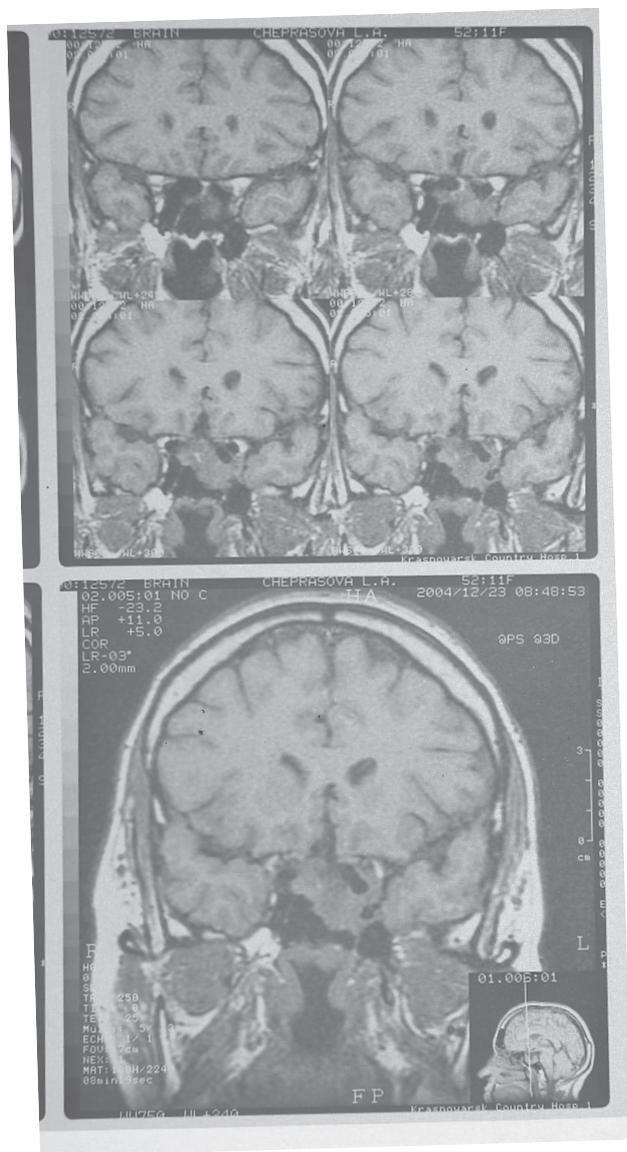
МРТ-опухоль гипофиза б-ной Ч. после консервативного курса лечения аналогом соматостатина – соматулина PR.
